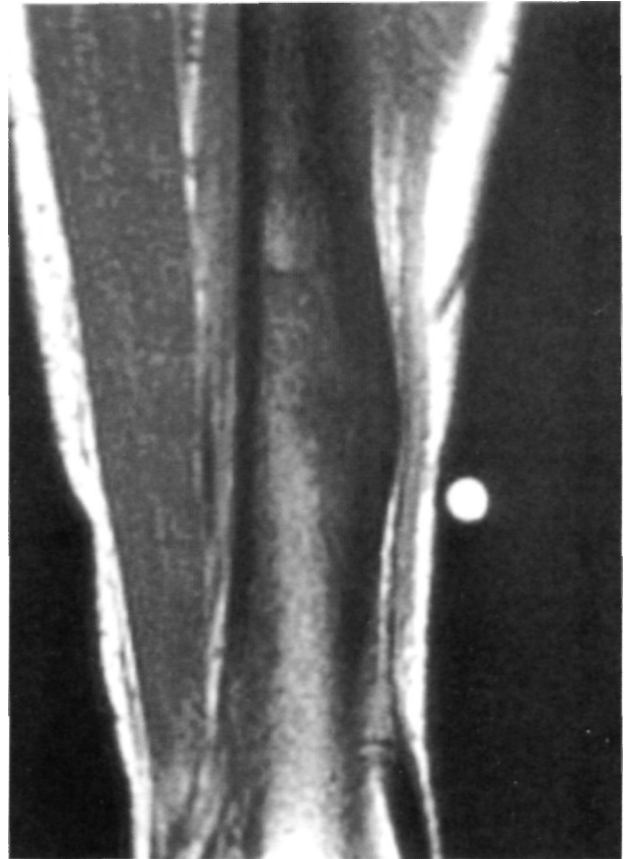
Resonancia Nuclear Magnética correspondiente a la tumoración, advirtiéndose dicha zona anatómica tibial alterada y afectada.
